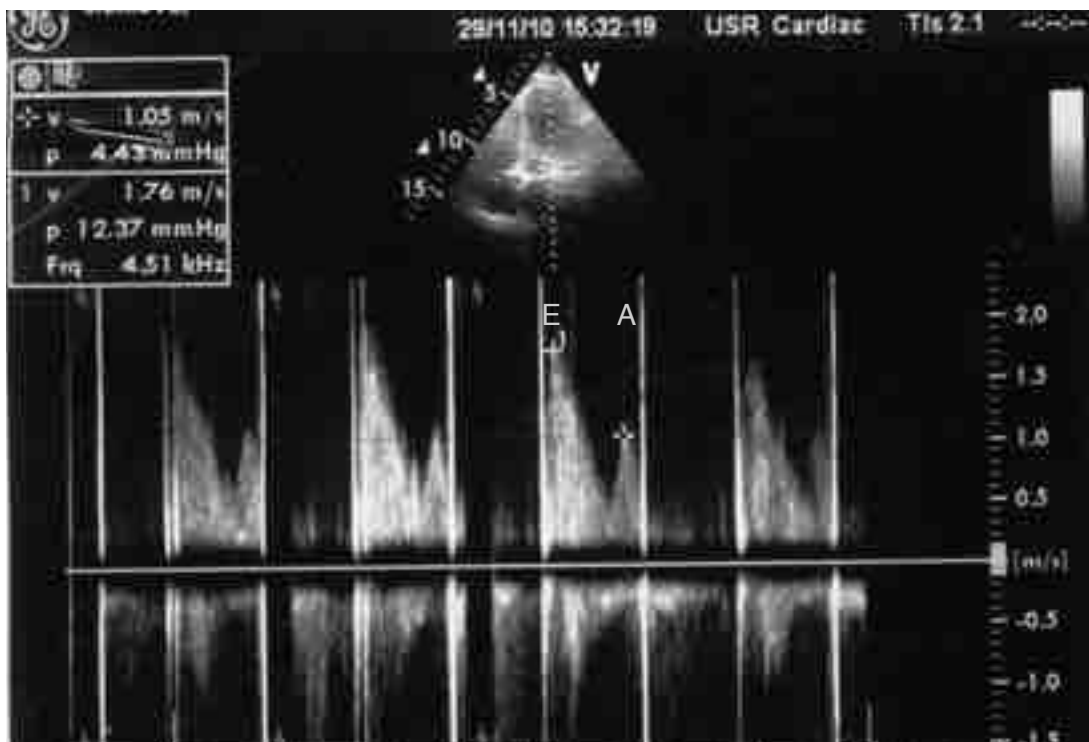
Трансмитральный поток по данным ЭКГ-синхронизированной эхокардиографии
